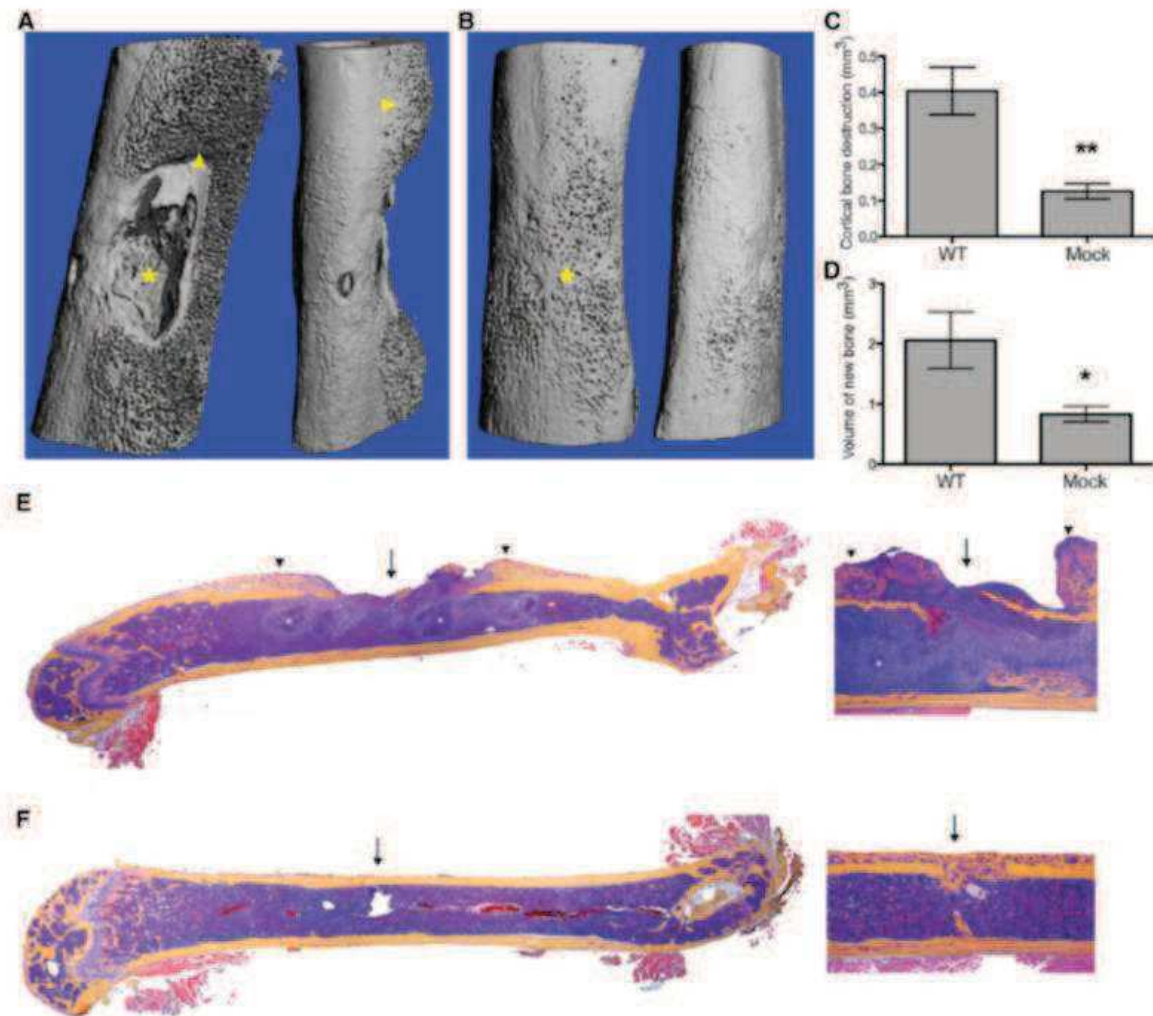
Impact de *S. aureus* sur le remodelage osseux d'après [100] : A-B : Vue par microtomographe du fémur des souris 14 jours après l'inoculation dans la cavité médullaire d'une suspension de *S. aureus* (A) ou de PBS (B). Les astérisques représentent le point d'inoculation. C-D : Analyse des images obtenues en microtomographie révélant la destruction de l'os cortical (C) et de l'os nouvellement formé (D) 14 jours après l'inoculation. E-F : Coupes longitudinales des fémurs 14 jours après l'inoculation par la suspension bactérienne ou le PBS (F) et colorées à l'hématoxyline et l'éosine-phloxine orange G. Les flèches représentent le site d'inoculation, les têtes de flèches dénotent la formation périphérique d'os nouvellement créé et les astérisques montrent la présence d'abcès. D'après [100].
